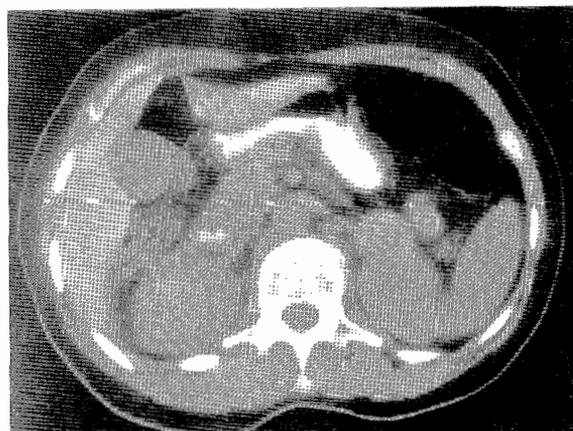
Tomodensitométrie (TDM) rénale sans injection de produit de contraste (PDC) montrant une formation tissulaire du pôle supérieur du rein gauche bien limitée à développement endo et exorénal.
